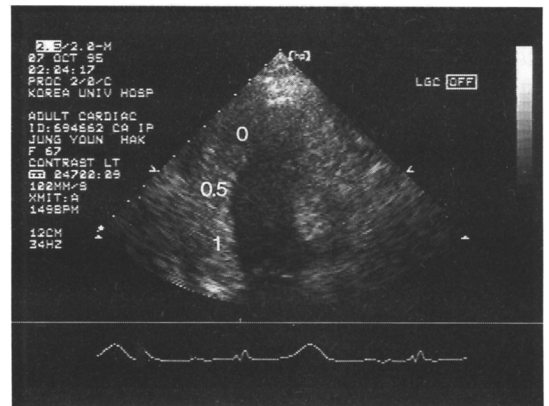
Example ; Semiquantitative myocardial opacification method in apical 4 chamber view.
